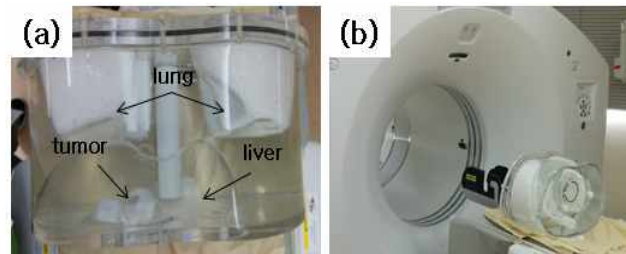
Imaging of tumor model in torso phantom (a) The torso phantom was composed of body-shaped cylinder lung, liver, and mimic the tumor. (b) PET image of torso phantom was acquired using PET/CT scanner.
